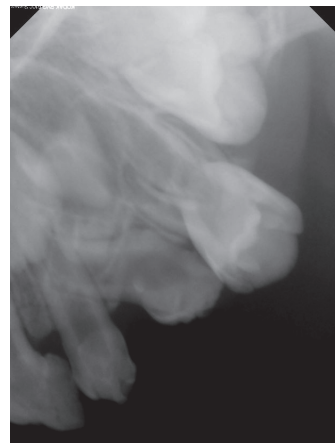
Periapical view at 2Y5M.
